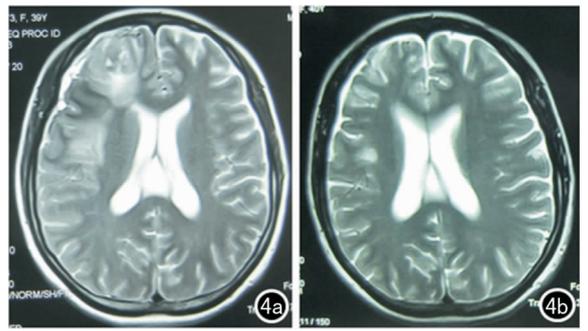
术后头颅 MRI 显示颅内血肿明显好转 a:术后 1 周复查;b:术后 6 个月复查
